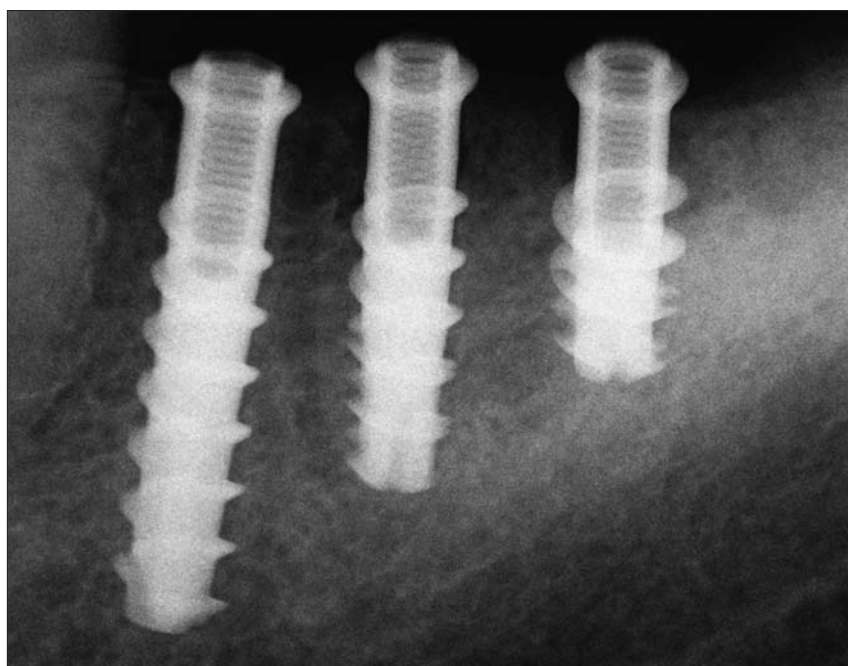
Radiografia endorale delle tre viti.
